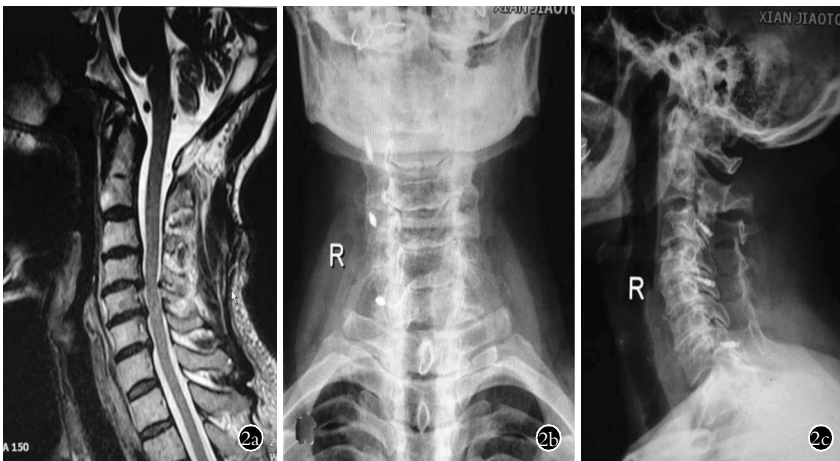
患者,男,59 岁,多节段颈椎间盘突出,行颈椎后路椎管扩大成形术 2a. 术前矢状位 MRI(T2 加权像)示 C_{3,4},C_{4,5},C_{5,6} 椎间盘突出 2b,2c. 术后 2 周正侧位 X 线示内固定稳妥,位置良好
